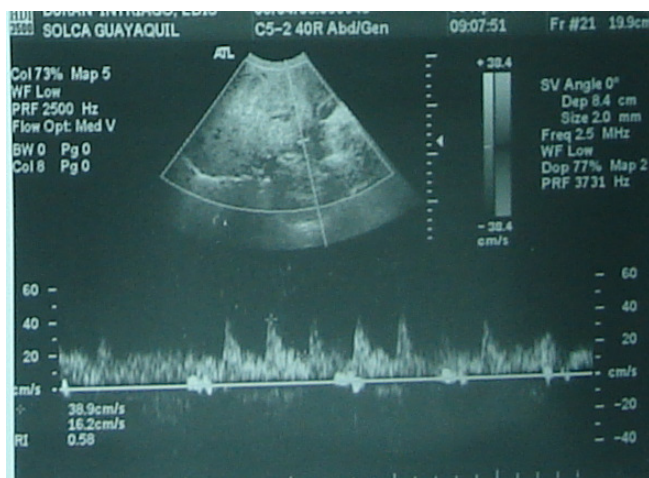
Ultrasonido doppler del hamartoma mesenquimal hepático.
